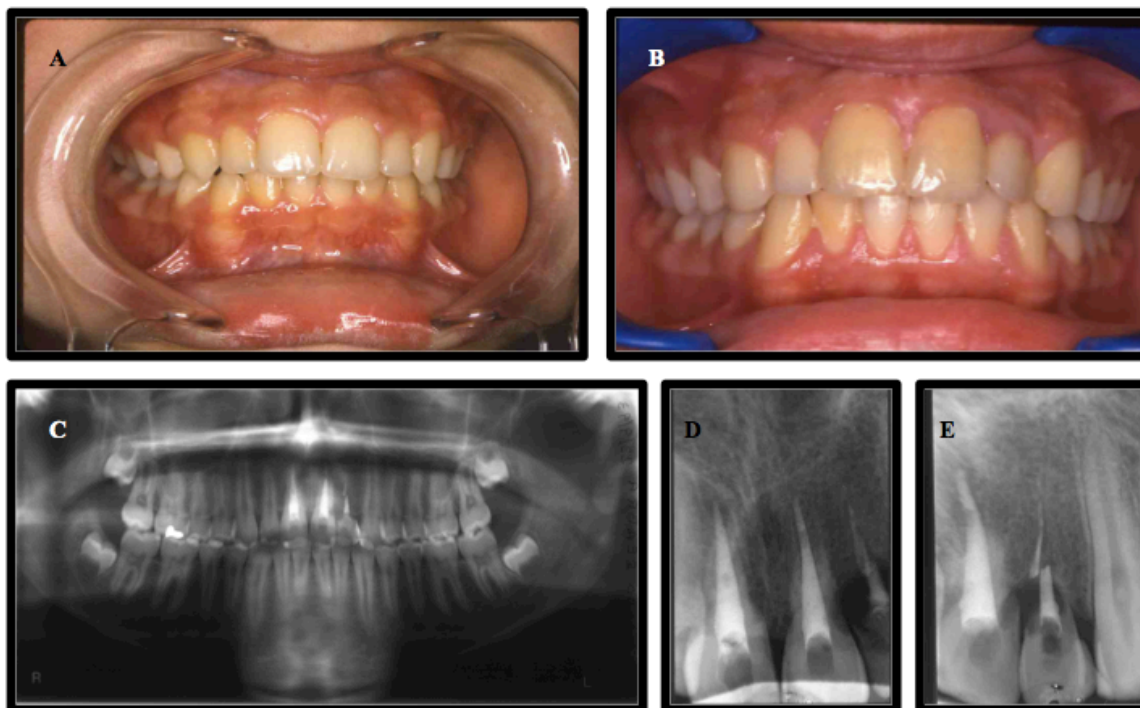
Fotografias intra-orais iniciais e antes do traumatismo (A), 2 anos após reimplantação e tratamento ortodôntico (B), Ortopantomografia 1 ano e 6 meses após reimplantação (C), radiografia retro alveolar 1 ano e 6 meses após a reimplantação (D), e 2 anos após reimplantação (E).
